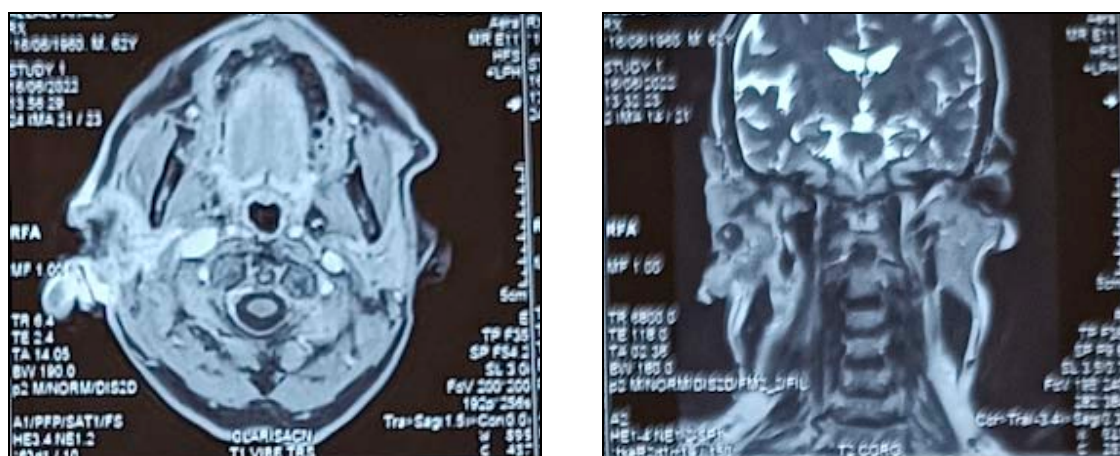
IRM d'un carcinome épidermoïde localement avancée de la parotide droite.
